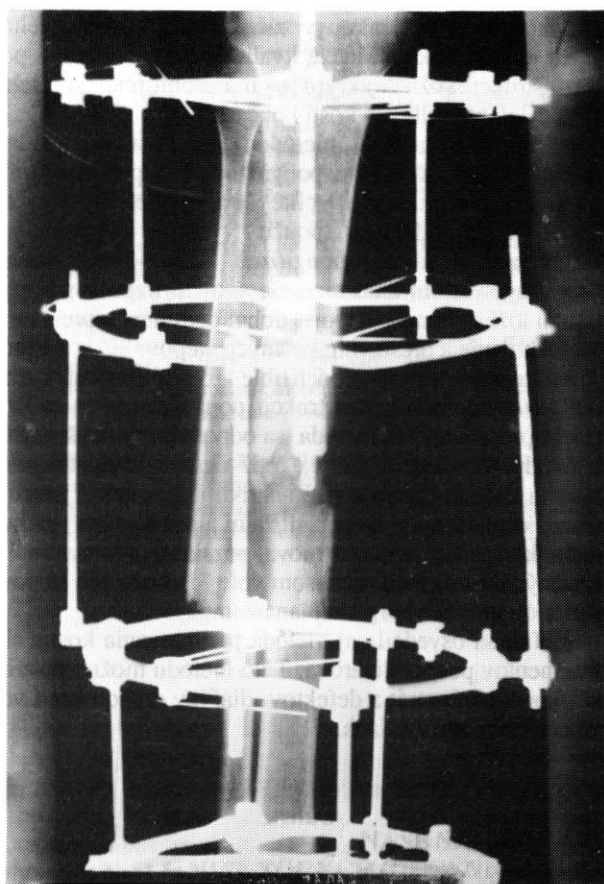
Röntgenogram ostitického ložiska pravého predkolenia v oblasti strednej tretiny
